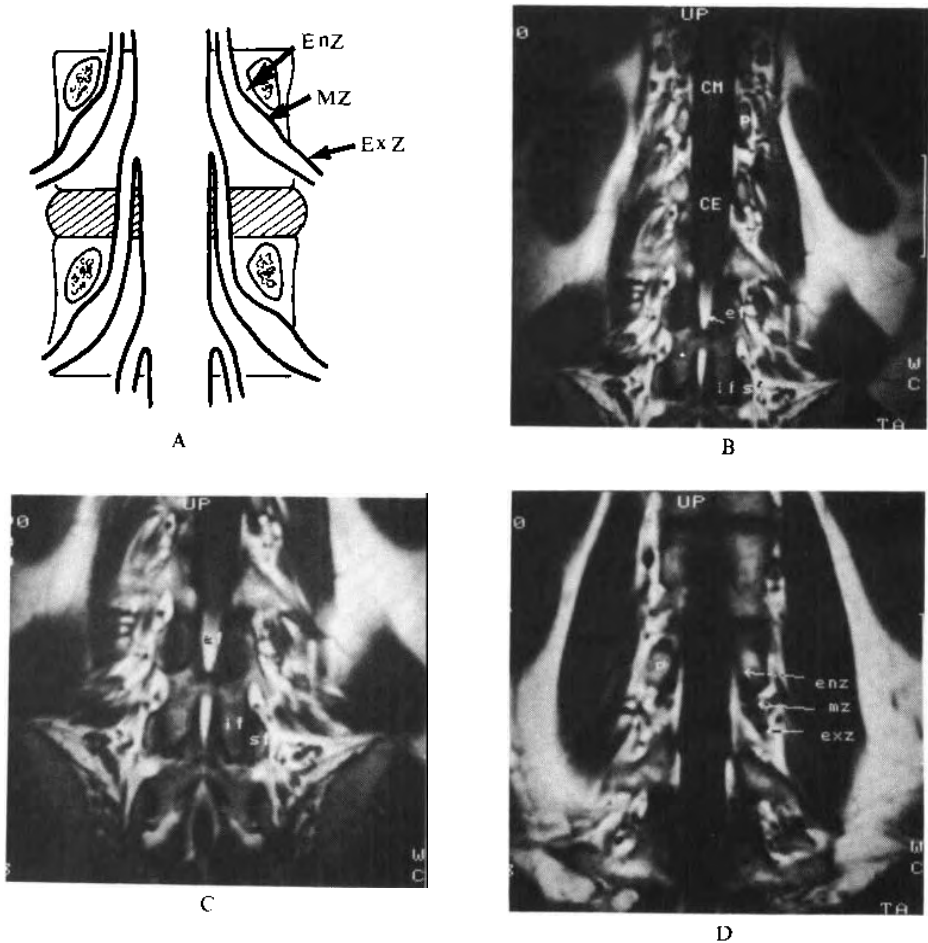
正常腰椎的神经根走行及 MRI 所见
